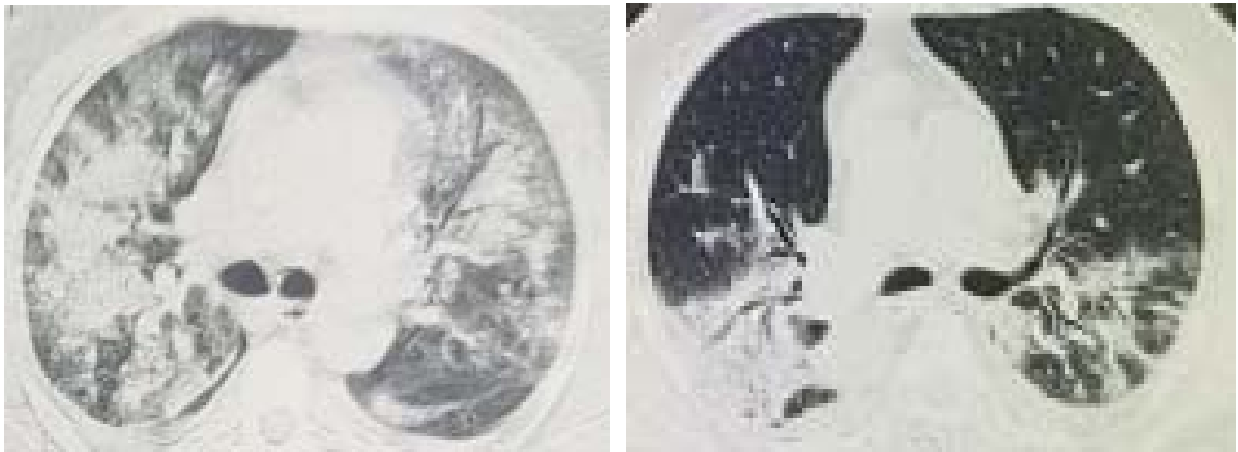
TDM thoracique en fenêtre pulmonaire en coupe axiale montrant des plages de verre dépoli.
